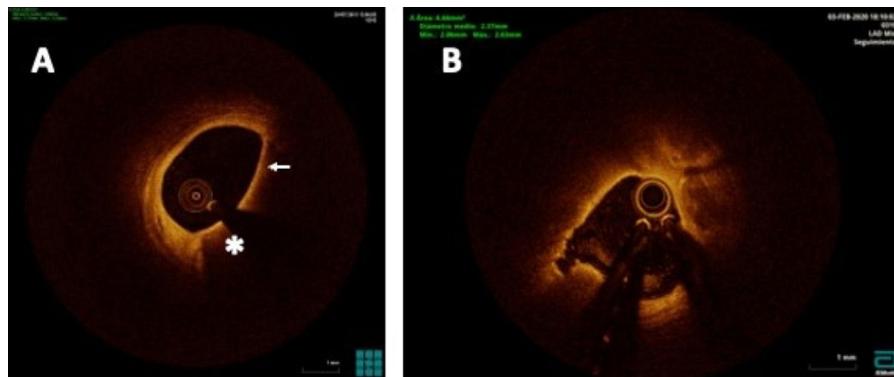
Imagen obtenida mediante tomografía de coherencia óptica. A) Placa vulnerable que muestra una cápsula fibrosa fina (flecha) y un gran contenido lipídico (asterisco). B) Placa vulnerable con rotura. Imagen cortesía de Dr. Santiago Jiménez Valero, del Hospital Universitario La Paz.
